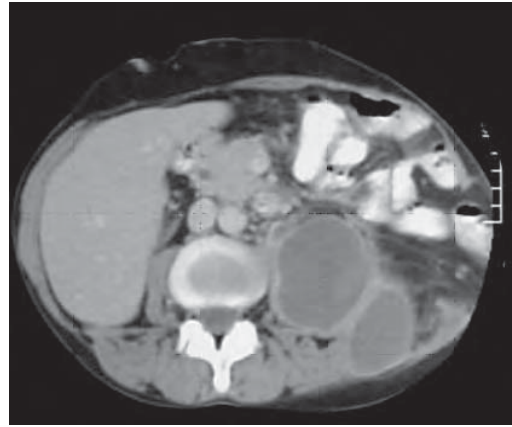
/5. TAC de abdomen. Grosero absceso retroperitoneal secundario a perforación colónica.
